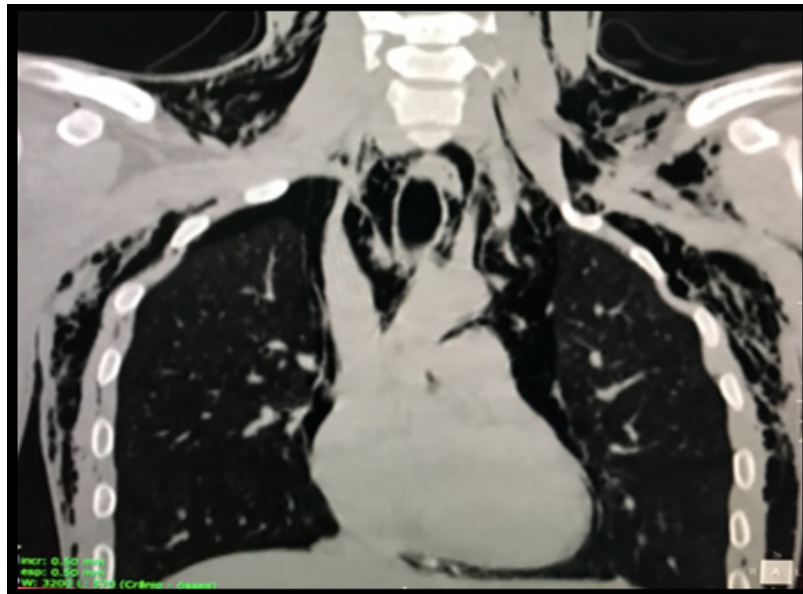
Tomografia – Corte coronal - imagem de extensor enfisema torácico e cervical.
